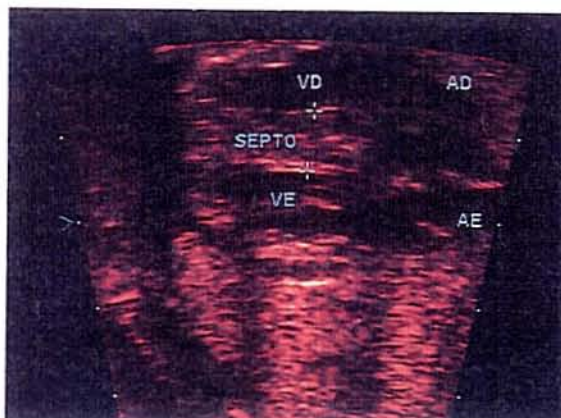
Ecocardiograma de feto de mãe diabética portador de hipertrofia septal. VD=ventrículo direito; AD=átrio direito; VE=ventrículo esquerdo; AE=átrio esquerdo.
